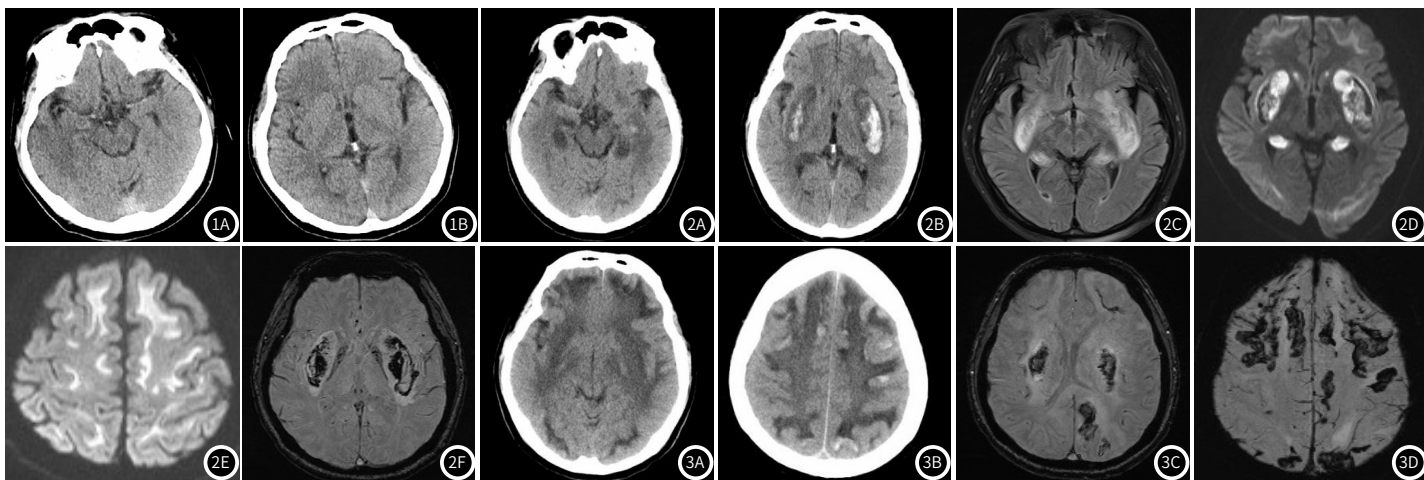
图1B 患者饮用含甲醇假酒后14小时CT图像, CT未见明显脑出血及脑水肿。
